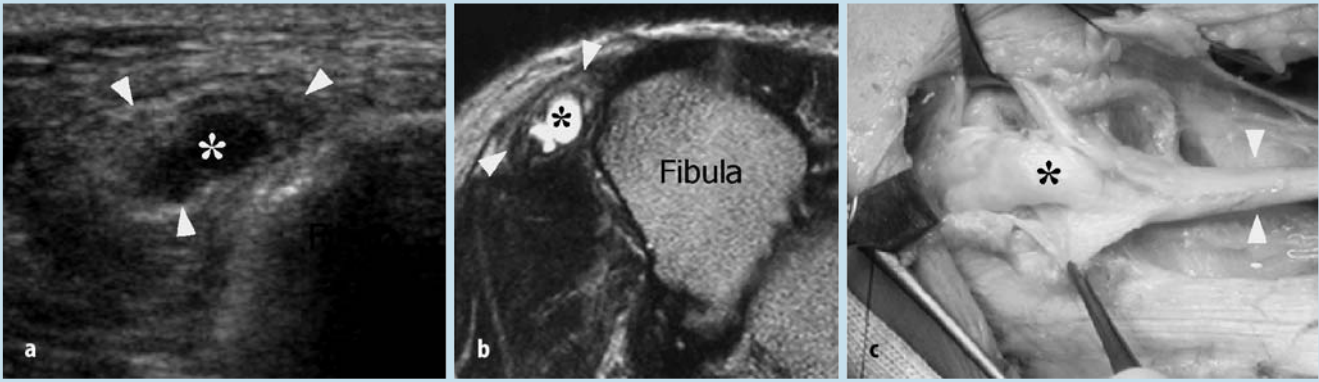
b ▲ Ganglion der Nervenscheide des N. peroneus. a Querschnitt mit 12–5 MHz dorsolateral auf Höhe des Knies, b T2w-MRT auf gleicher Höhe. Ganglion (Sternchen) zwischen Nervenscheide und Nervenfazikeln des N. peroneus communis (Pfeilspitzen). Aufgrund seines liquiden Inhalts hebt sich das Ganglion echofrei vom Nerven selbst ab. c Intraoperativer Situs mit Ganglion (Sternchen) innerhalb des Nerven (Pfeilspitzen)
